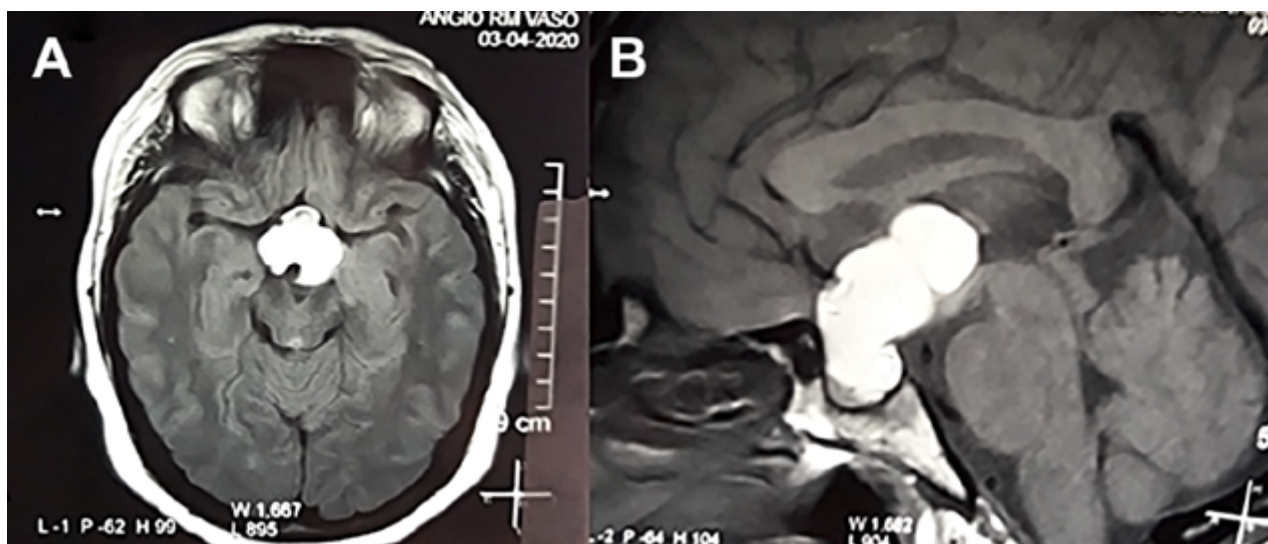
RM en secuencia T1 corte a) Taxial, se observa lesión espontáneamente hiperintensa y su relación con vasos del polígono de Willis. b) RM en secuencia T1 corte sagital, donde se observa extensión supraselar de la lesión comprimiendo lamina terminalis
